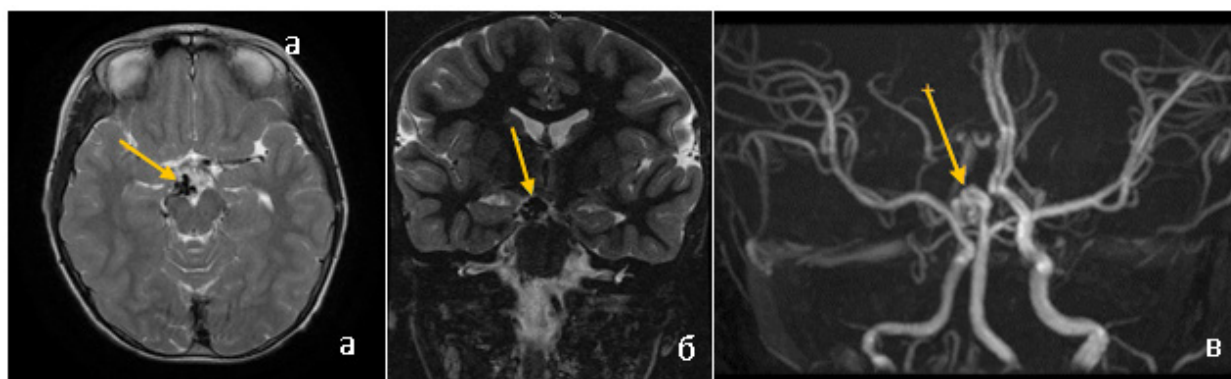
МРТ головного мозга нааксиальной и фронтальной проекциях в режиме T₂ (а, б). В проекции межножковой цистерны эксцентрично справа определяется неправильной формы гипоинтенсивный участок. На МР-ангиограмме (в) участок представляет собой конгломерат аномально развитых сосудов, исходящий из правой задней коммуникантной артерии
